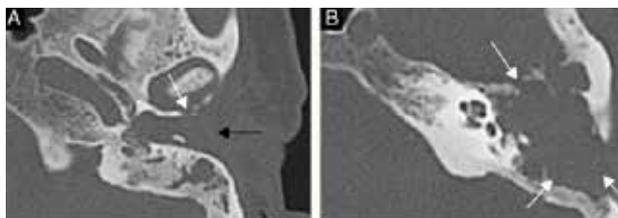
Imagen transversal de TC que muestra masa de densidad de partes blandas que ocupa CAE y oído medio (flechas negras) y erosiona las paredes óseas del CAE (flecha blanca).
